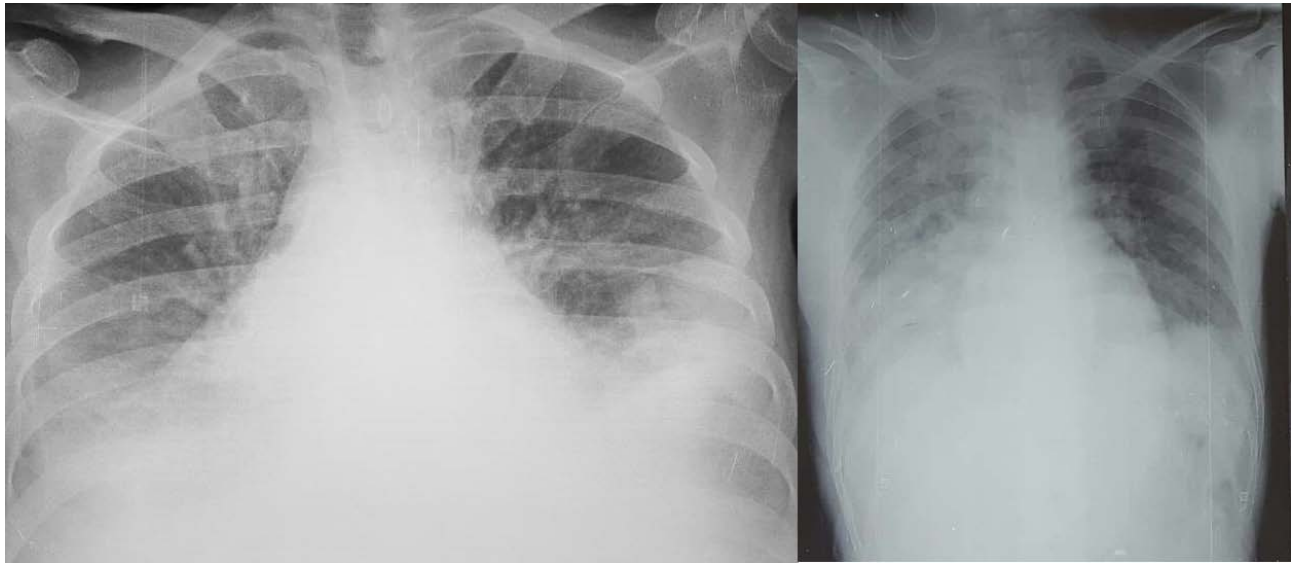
Radiographies du thorax montrant des pneumopathies diffuses
